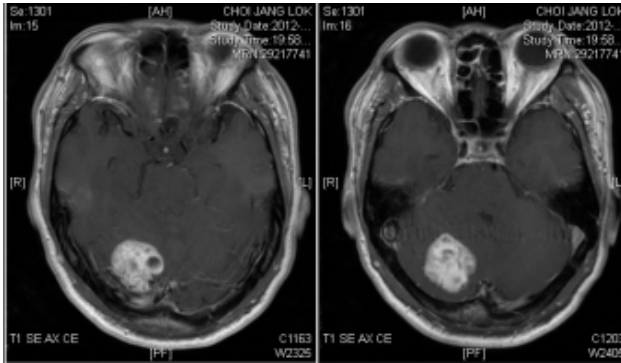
Pre operation MRI.
